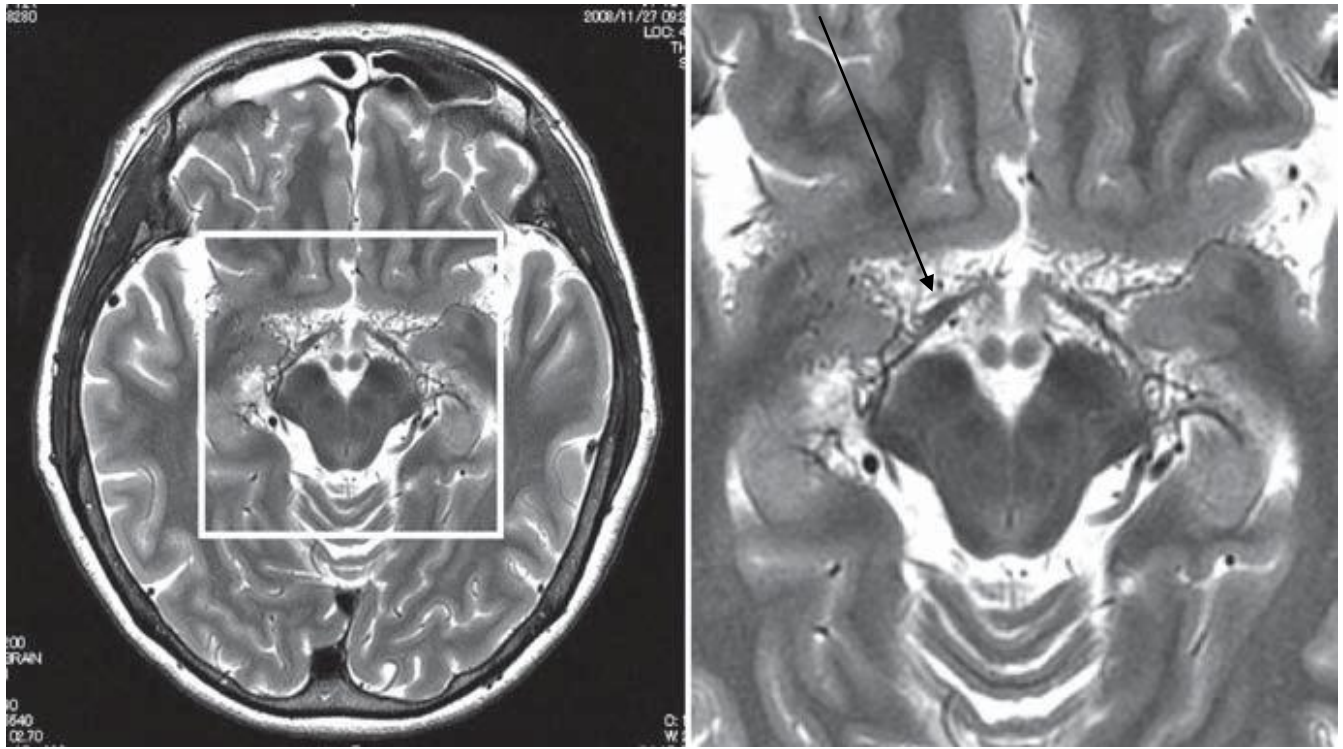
A gauche : Une image entière d'IRM pondérée en T2 au niveau des citernes de la base. Et à droite : Une image agrandie de celle de gauche. La partie horizontale de l'artère cérébrale moyenne n'est pas identifiée. D'autre part, les petits espaces vides de signal sont caractéristiques des vaisseaux Moya Moya [52].
